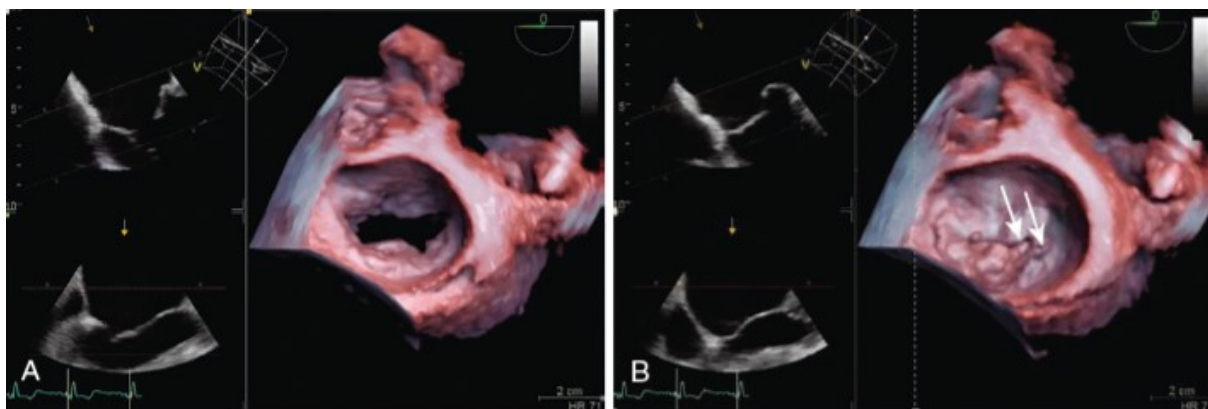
ecocardiografia 3D; in A la diastole ventricolare, in B la sistole; le frecce indicano la rottura di due corde tendinee (fonte:²⁴)
